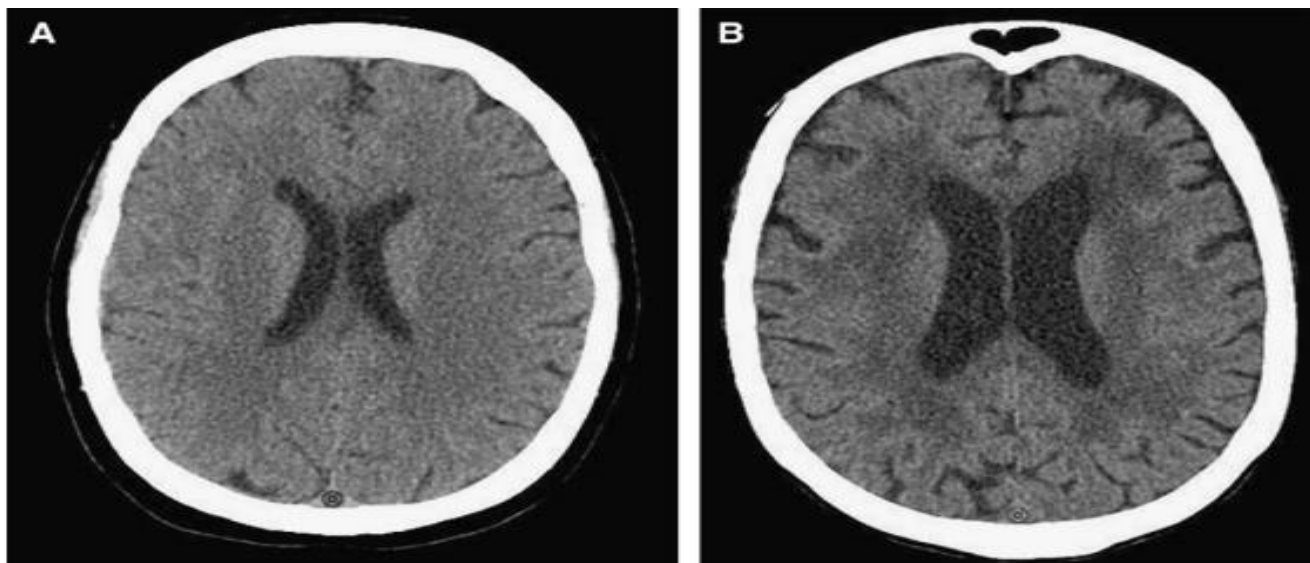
Tomografías de cráneo en fase simple con foco de interés en prensa de Herófilo muestra (A) densidad esperada en un paciente sin anemia. (B) aspecto heterogéneo e hipodenso en comparación con la primera, esto como dato indirecto de anemia.²⁶
